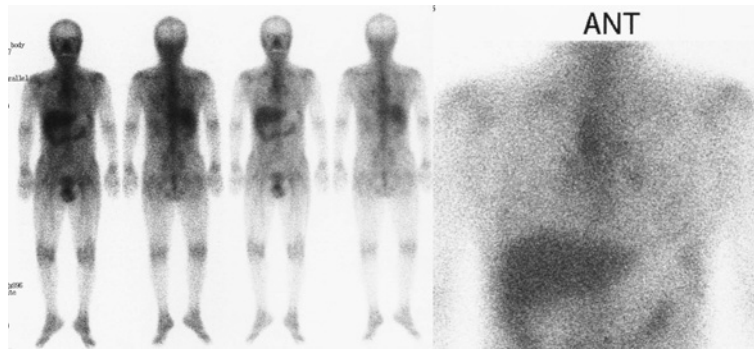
Gallium scintigram showed uptakes in bilateral hilar and right supraclavicular lymph nodes.
